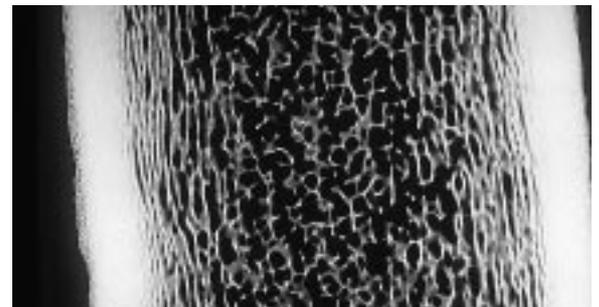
Längsschnitt durch einen Geweihknochen. Die Mikroröntgenaufnahme zeigt die Spongiosastruktur im Inneren des Knochens.
